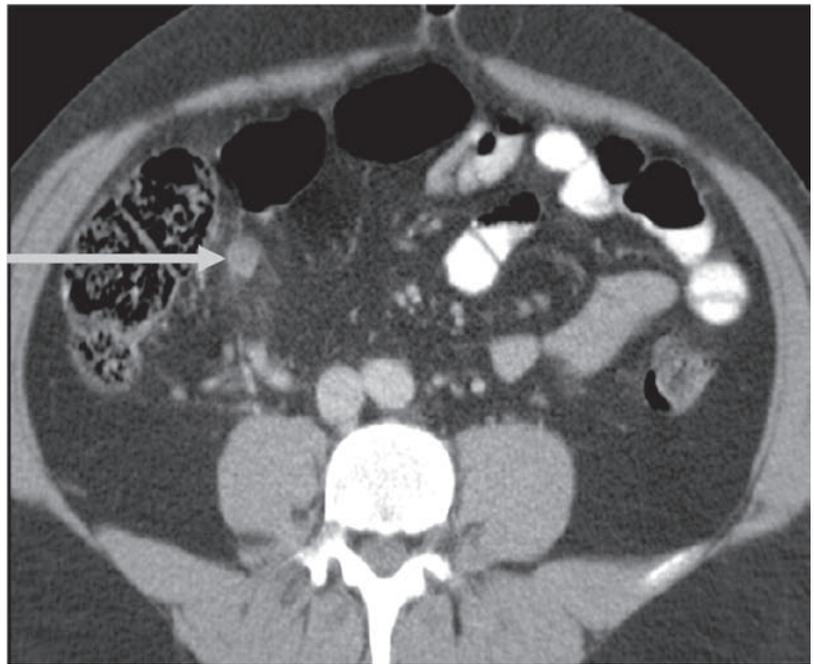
54-jähriger Patient mit Verdacht auf Appendizitis. CT (Axialbild): verdickte Appendix mit Umgebungsreaktion. Intraoperativ akute phlegmonöse Appendizitis und lokale Peritonitis.
